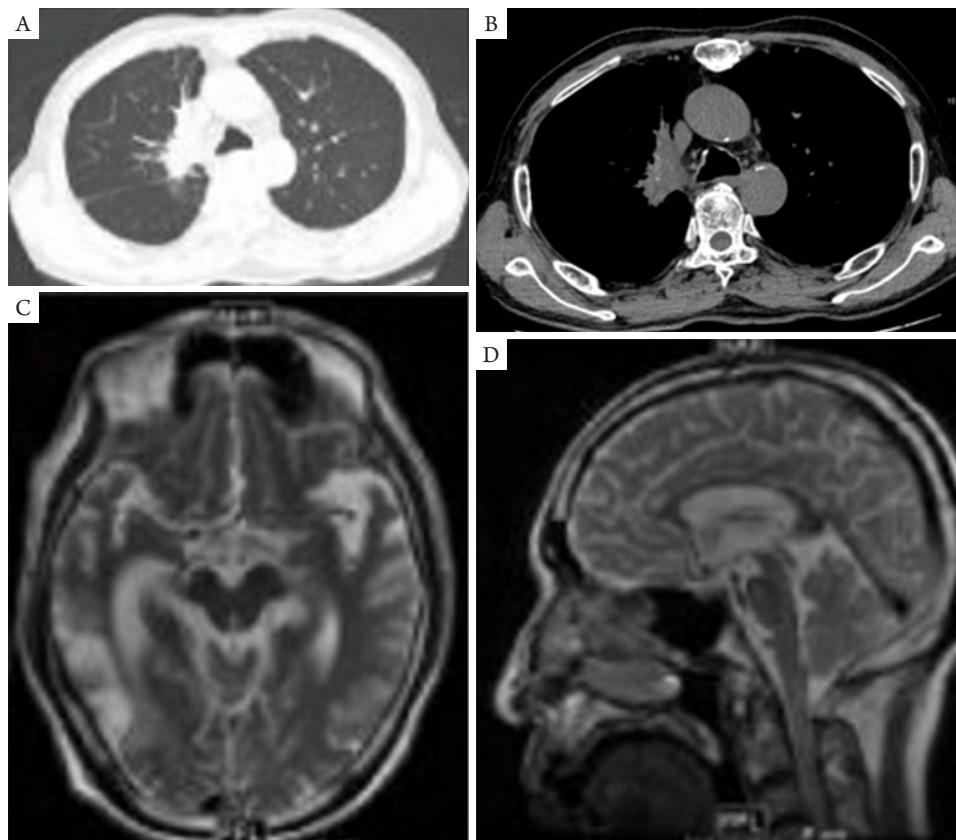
患者2年后我院门诊复查胸部强化CT及头颅MRI平扫情况。A, B: 胸部强化CT示右肺上叶及右肺门区病变, 最大横截面积约62 mm × 32 mm; C, D: 头颅MRI示右侧颞枕叶、左侧顶叶病灶局限。CT: 计算机断层扫描; MRI: 磁共振
